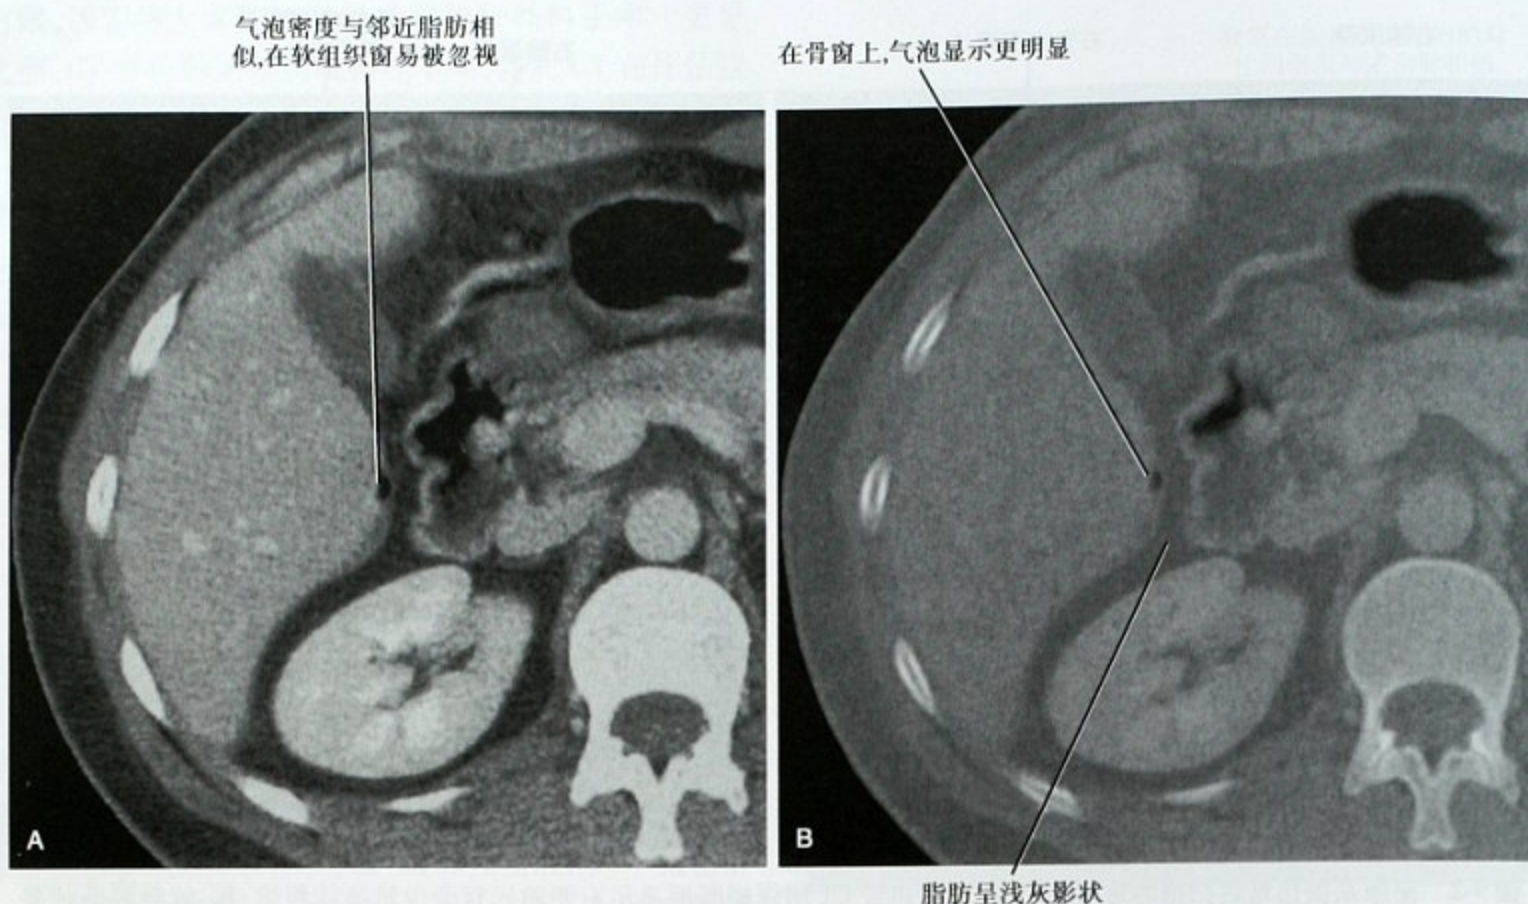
窗宽、窗位对气腹检出的影响。A. 车祸患者腹部 CT 横断面软组织窗显示上腹部少许游离气泡;B. 同一层面使用骨窗更清晰显示小气泡
